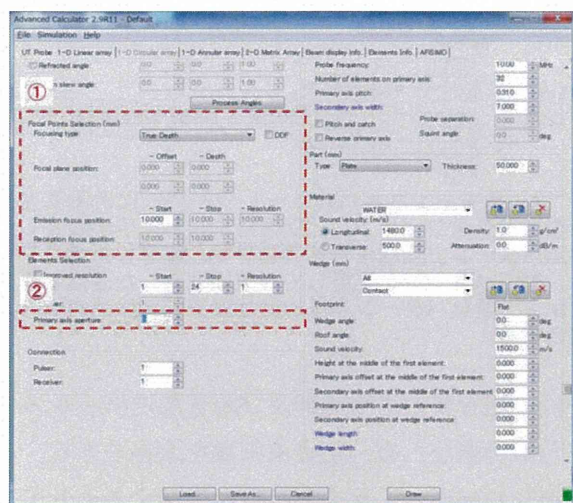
Tomoview の超音波送受信パラメータ設定画面
